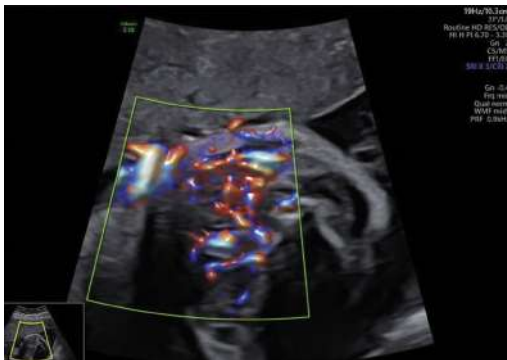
Échographie d'un goitre hyperthyroïdien en mode Doppler couleur avec vascularisation centrale.
